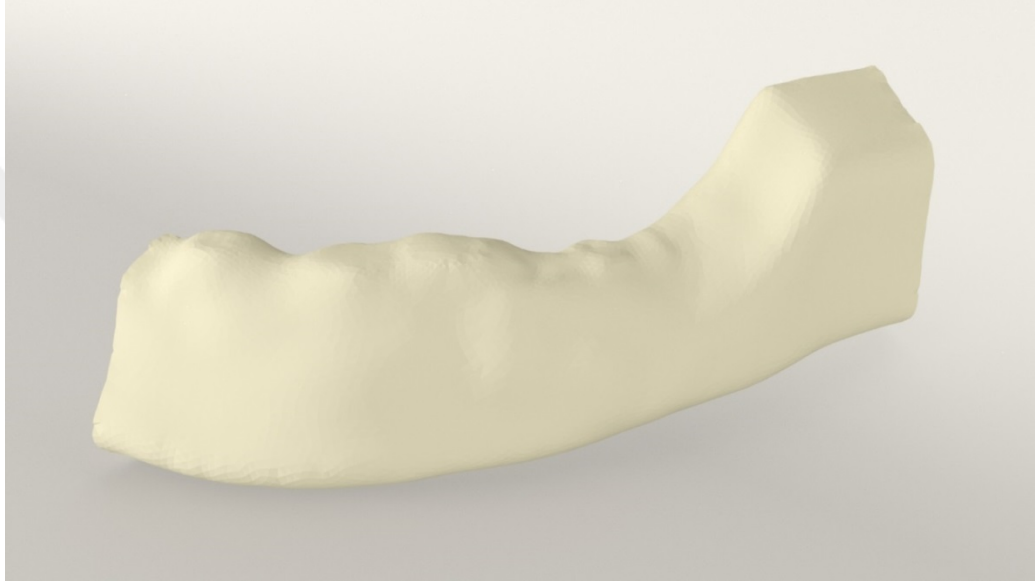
Mandibula tomografi kesiti.
